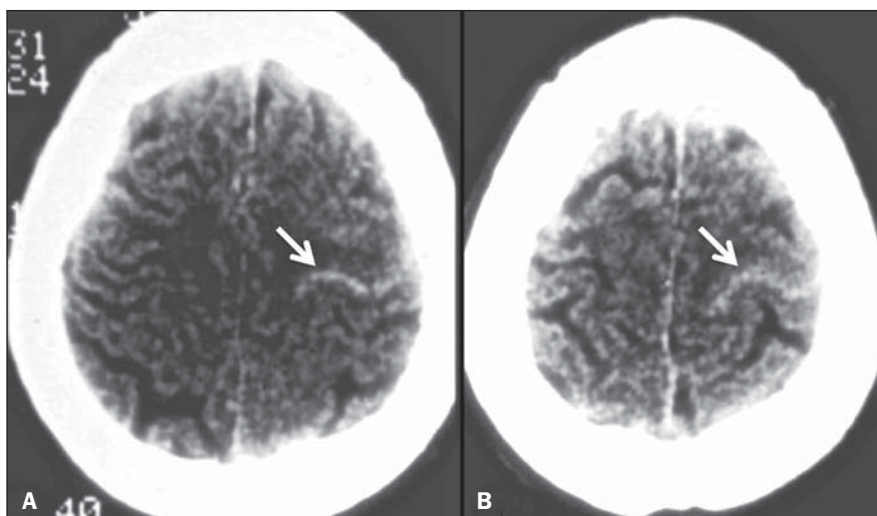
Imagens no plano axial de TC de crânio sem contraste (A,B) de uma paciente com história de cefaleia há cerca de sete dias e uso crônico de contraceptivo oral. A hiperdensidade curvilínea no sítio de uma veia frontal superficial do lado esquerdo (setas) representa o sinal do cordão e confirma a hipótese clínica de trombose venosa cerebral.
